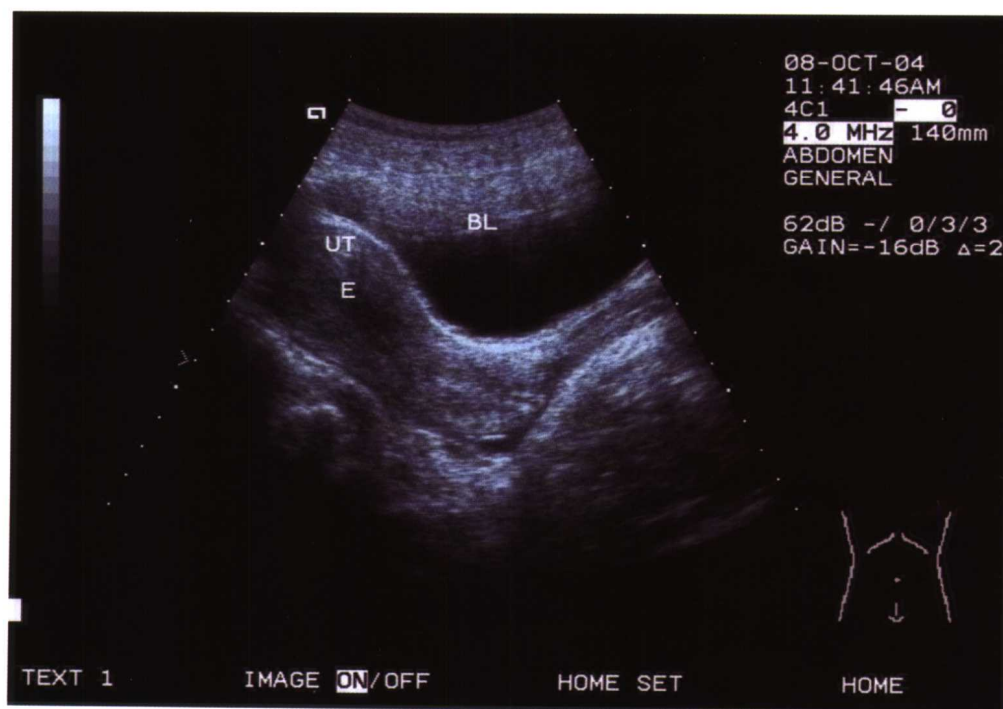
腹部超声纵切：BL 为充盈膀胱，其是很好的透声窗，要求充盈适度即把子宫底露出即可。UT 为前位正常大小的子宫，E 为内膜
